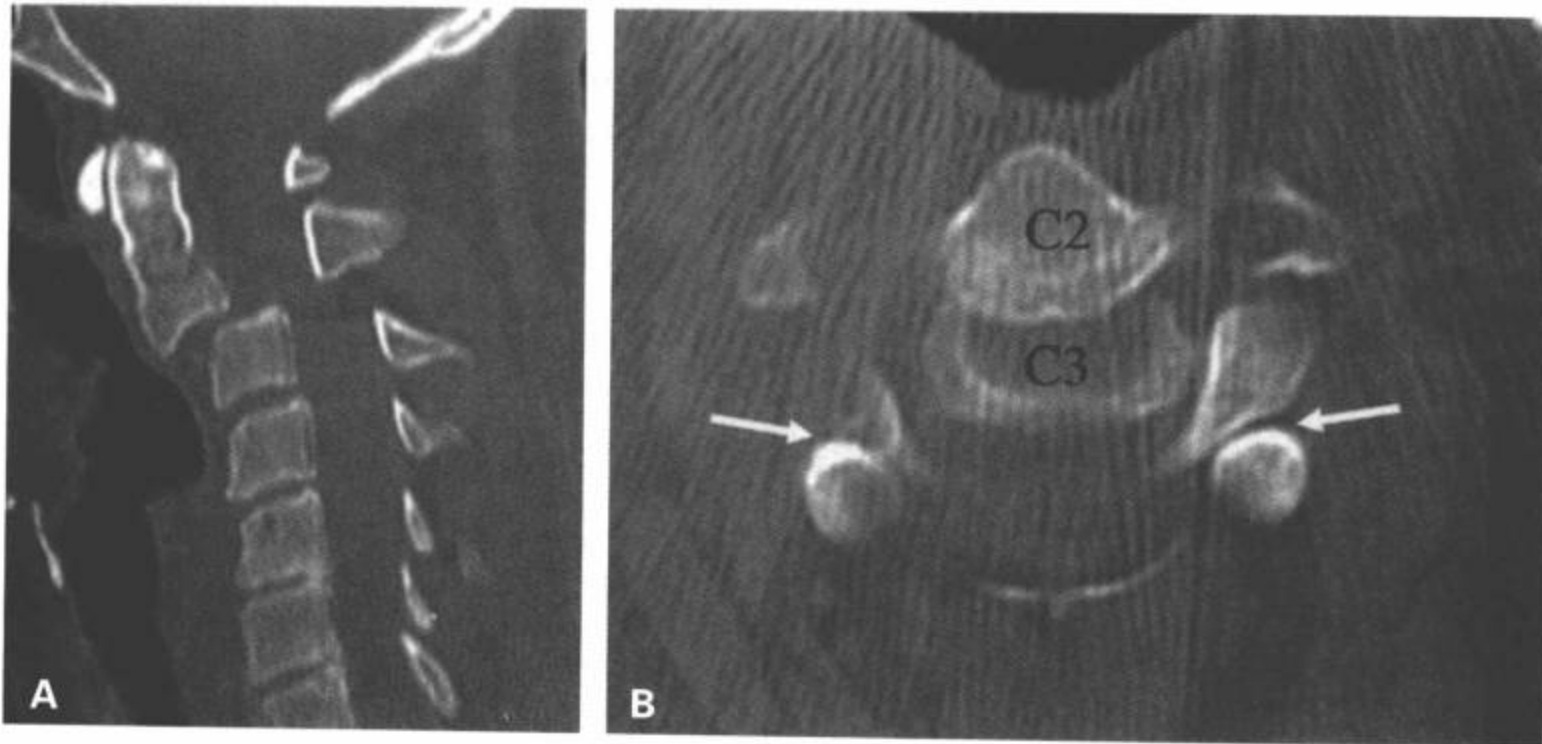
双侧 C2/C3 椎小关节脱位。A: CT 多平面重组矢状面和 (B) 横断面图像显示 C2/C3 双侧椎小关节脱位 (B 中白箭) 伴 C2 椎体 > 50% 的前滑脱 (A)。显示“双椎体”征 (B)。
